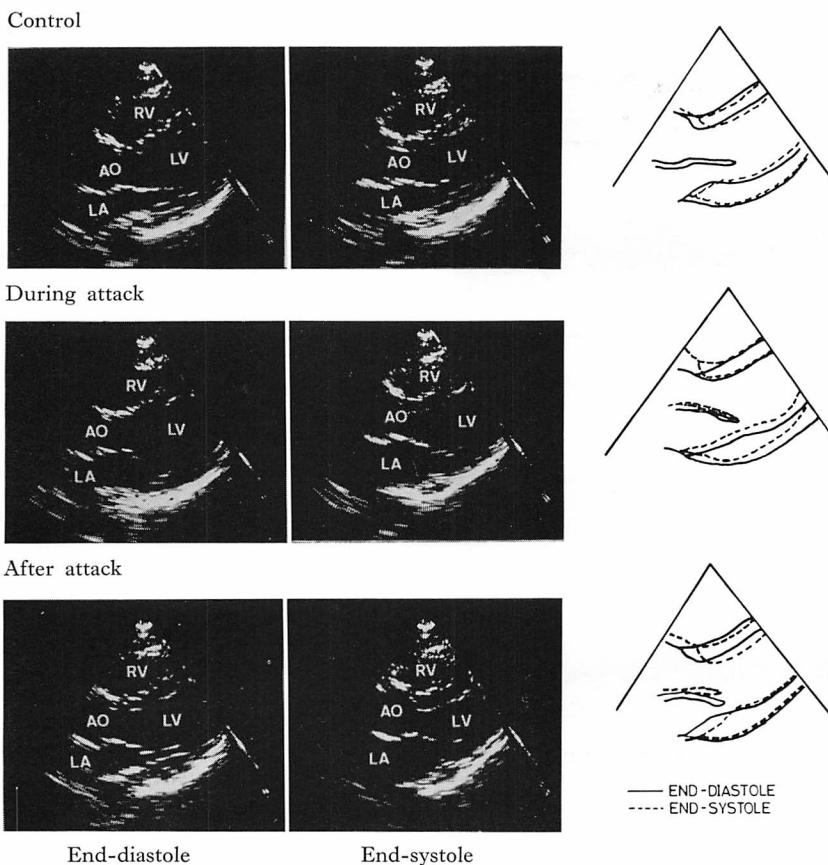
Cross-sectional echocardiograms of Case 2.
